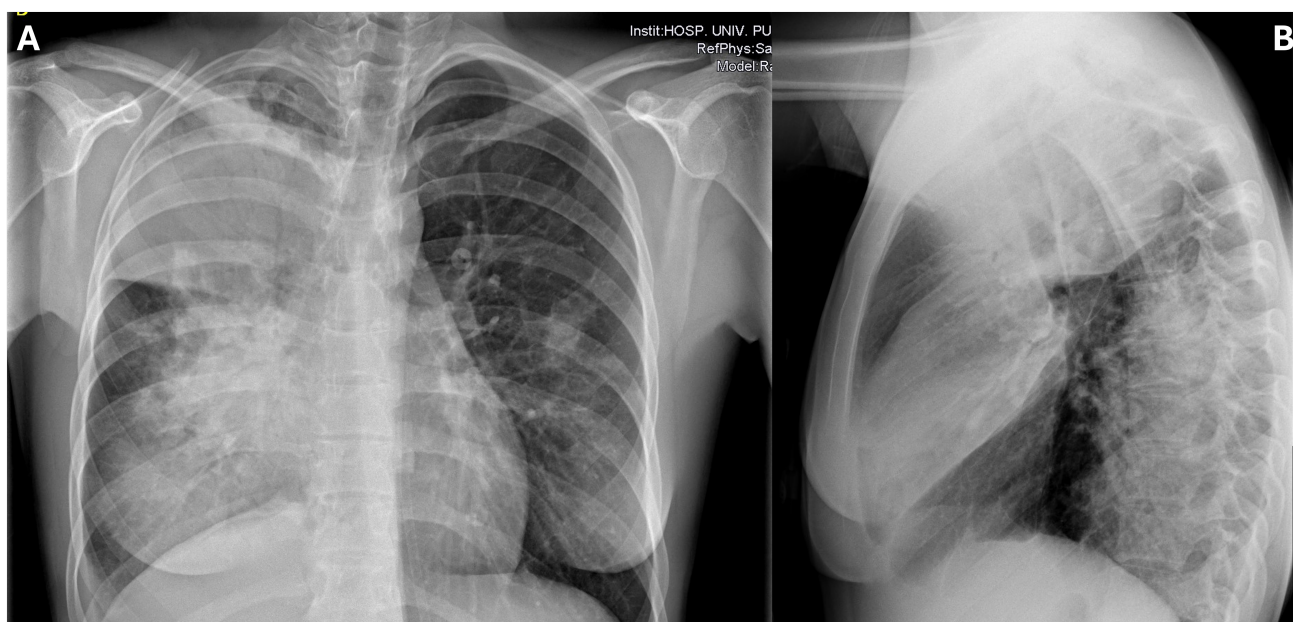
A: Radiografía tórax PA donde se aprecian infiltrados parenquimatosos en lóbulos superiores y lóbulo medio. B: Radiografía tórax lateral donde se aprecian infiltrados parenquimatosos en lóbulos superiores y lóbulo medio.
